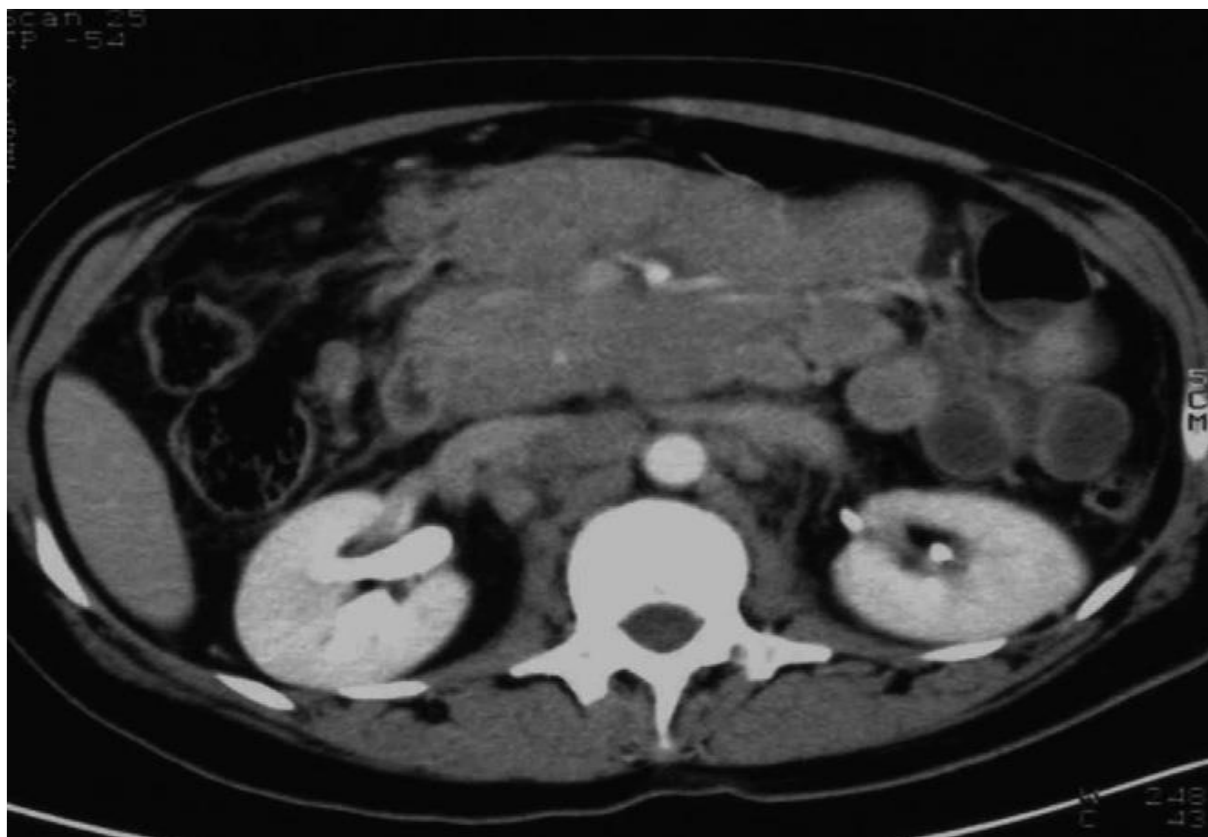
TDM avec injection de produit de contraste : lymphome : aspect en « sandwich», avec nombreuses adénopathies, prenant le contraste de manière homogène, enveloppant la vascularisation du mésentère avec persistance d'un liseré graisseux.
